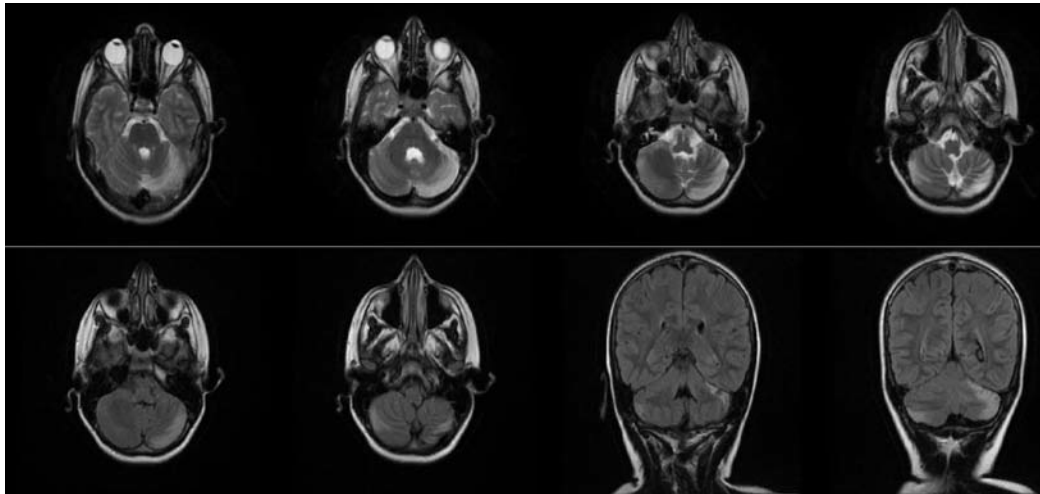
Primera RMN. Alteración en la señal de ambos hemisferios cerebelosos, fundamentalmente en el izquierdo, compatible con encefalitis-cerebelitis pediátrica en resolución. Diagnóstico diferencial con etiología isquémica. Sin alteraciones en el control evolutivo a las 3 semanas en la segunda RMN.
